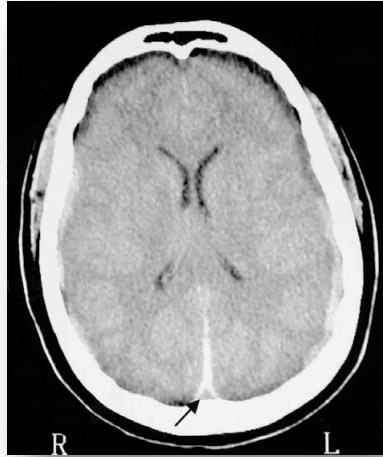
TDM cérébrale avec injection de produit de contraste :Signe du delta vide
